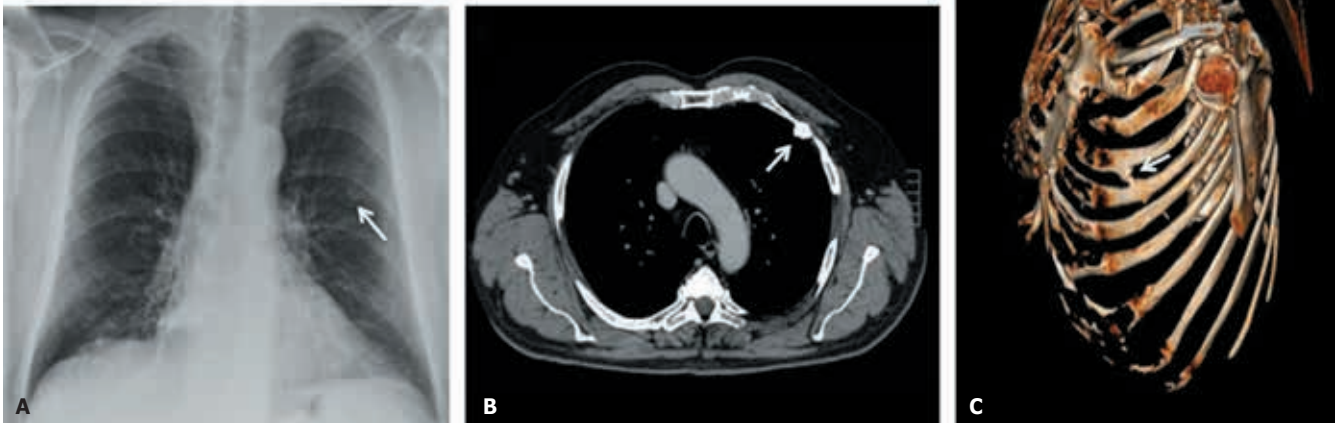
A) Radiografía de tórax: imagen pseudonodular en LSI (flecha); B) TC de tórax y C) Reconstrucción tridimensional de pared torácica de TC de tórax: fusión costal a nivel del tercer y cuarto arcos costales anteriores izquierdos (flecha).
